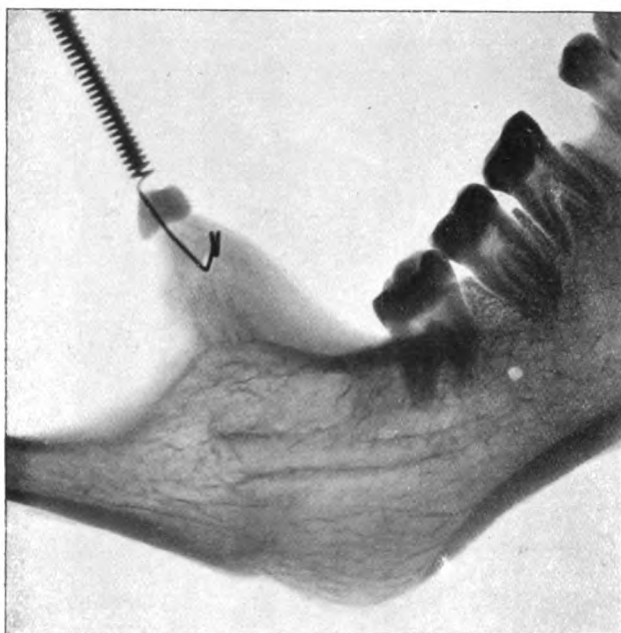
Röntgenaufnahme des Unterkiefers eines Eskimos.
